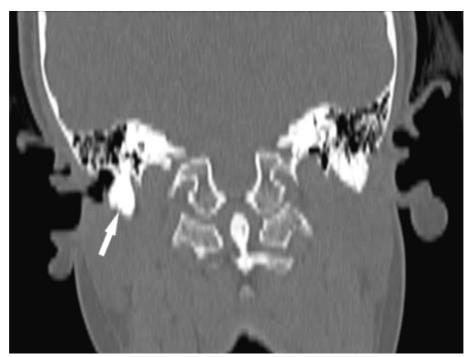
КТ-исследование пациентки (коронарная проекция). В костной части правого наружного слухового прохода визуализируется дефект в виде костного канала (отмечен стрелкой)
